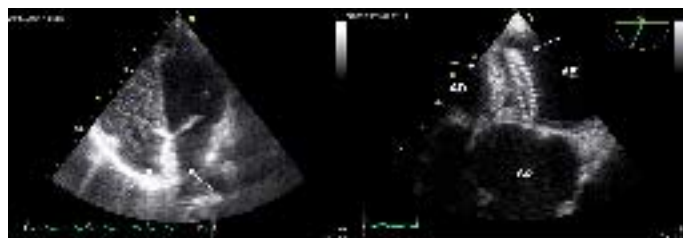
Control por ecografía transesofágica de la colocación de la prótesis.
